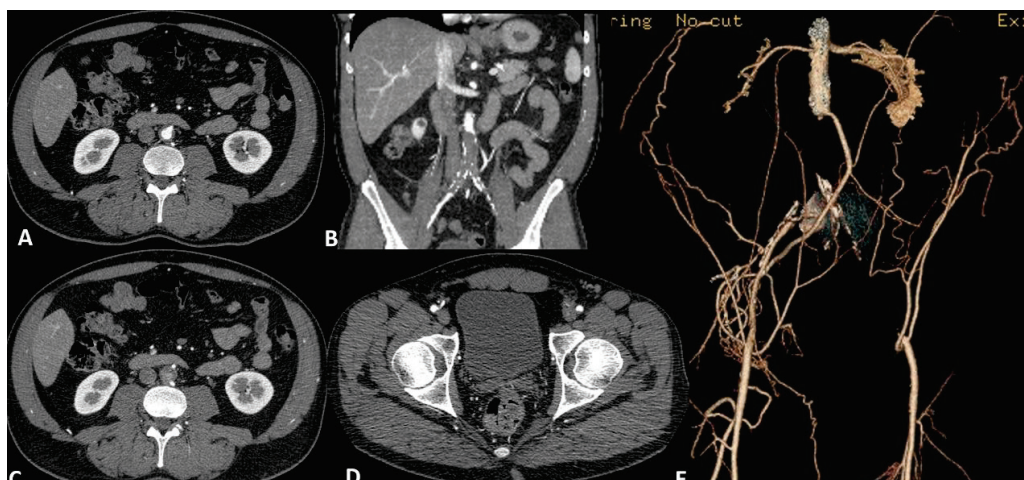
КТ-ангиограмма при синдроме Лериша: объемная 3D-реконструкция (справа) при окклюзии аорто-подвздошного ствола (B, C); с сохранением просвета нижней брыжечной артерии (A) и двусторонним заполнением общих бедренных артерий (D)
